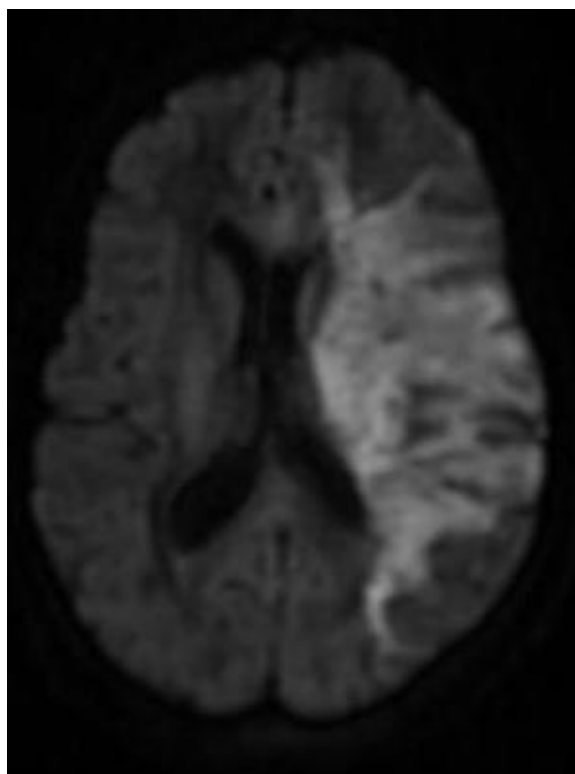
IRM cérébrale coupe axiale en séquence de diffusion b1000, objectivant une plage d'hyper signal- hétérogène hémisphérique gauche intéressant du territoire superficielle et profonde de l'artère cérébrale moyenne et cérébrale antérieure gauche.
